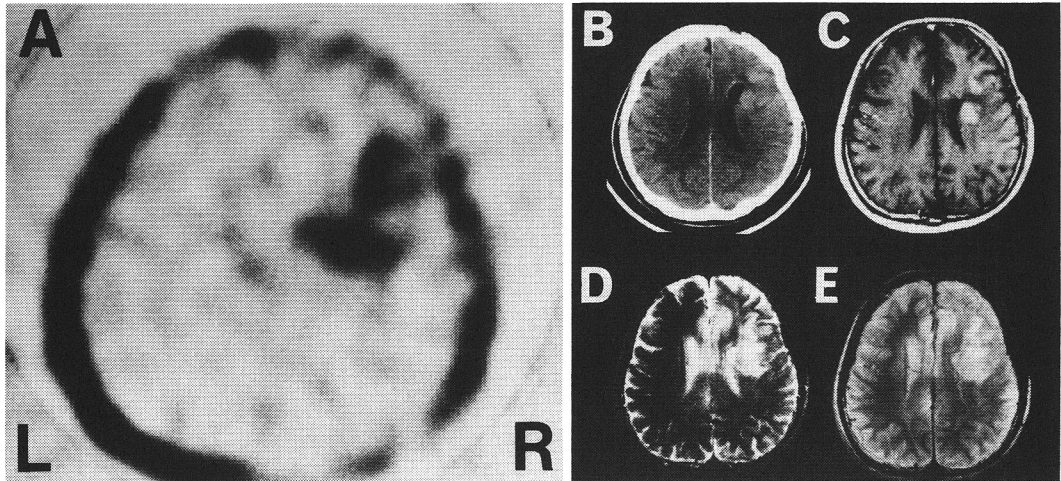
Tl-SPECTとCT, MRI (T<sub>1</sub>, T<sub>2</sub>およびプロトン強調画像)との比較
